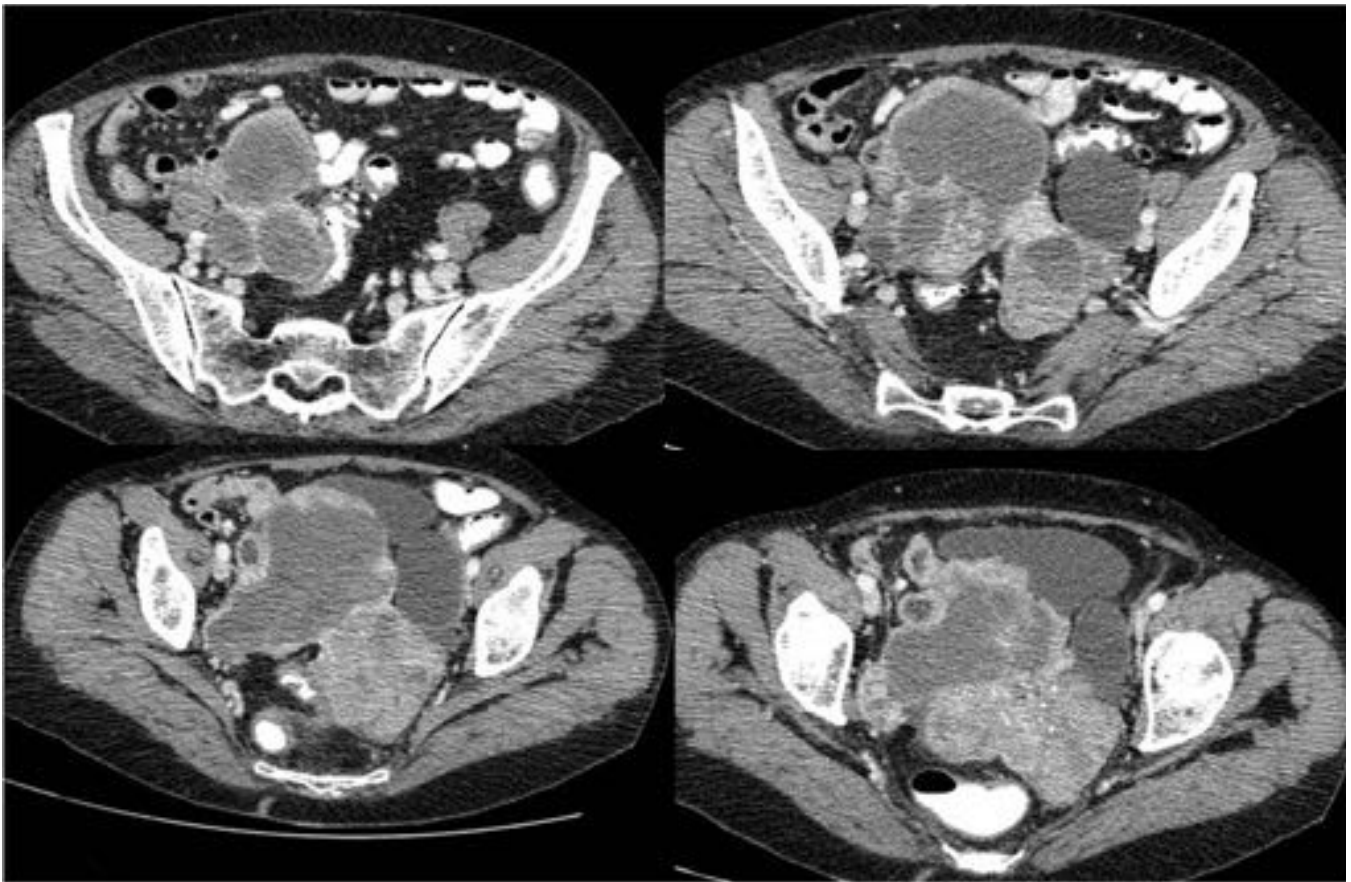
GIST Ileal. Estudio axial de TC abdominal con contraste oral y ev. con presencia de una extensa masa adherida a un asa ileal , heterogénea , con zonas de captación (asterisco) y zonas de necrosis, hipocaptante.
